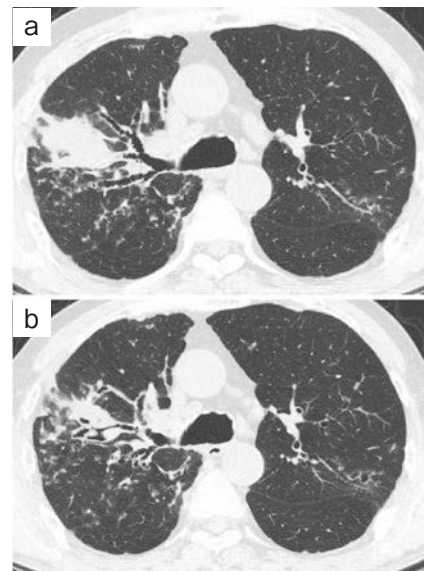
Chest computed tomography scans of case 3. (a) Before starting dupilumab, mucous plugs were revealed in the right upper lobe. (b) Five months after starting dupilumab, shrinking of the mucous plugs was observed.
